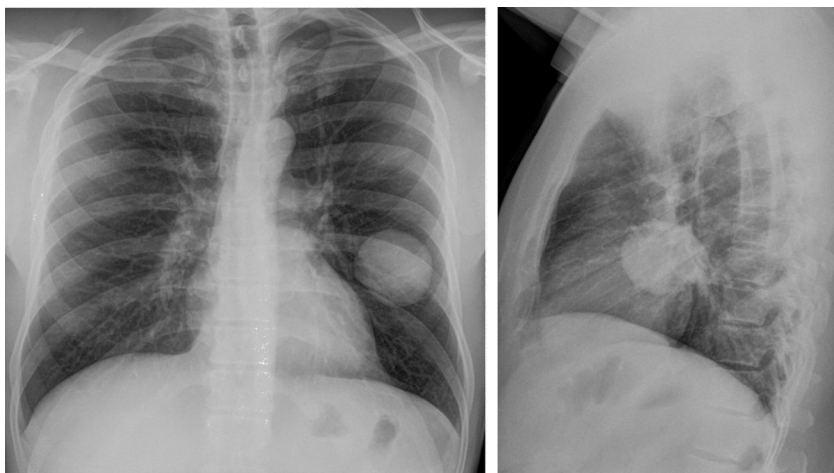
La radiografía simple en PA y perfil de tórax nos muestra una gran masa redondeada en el lóbulo medio izquierdo, bien definida, densa y de características aparentemente benignas.
